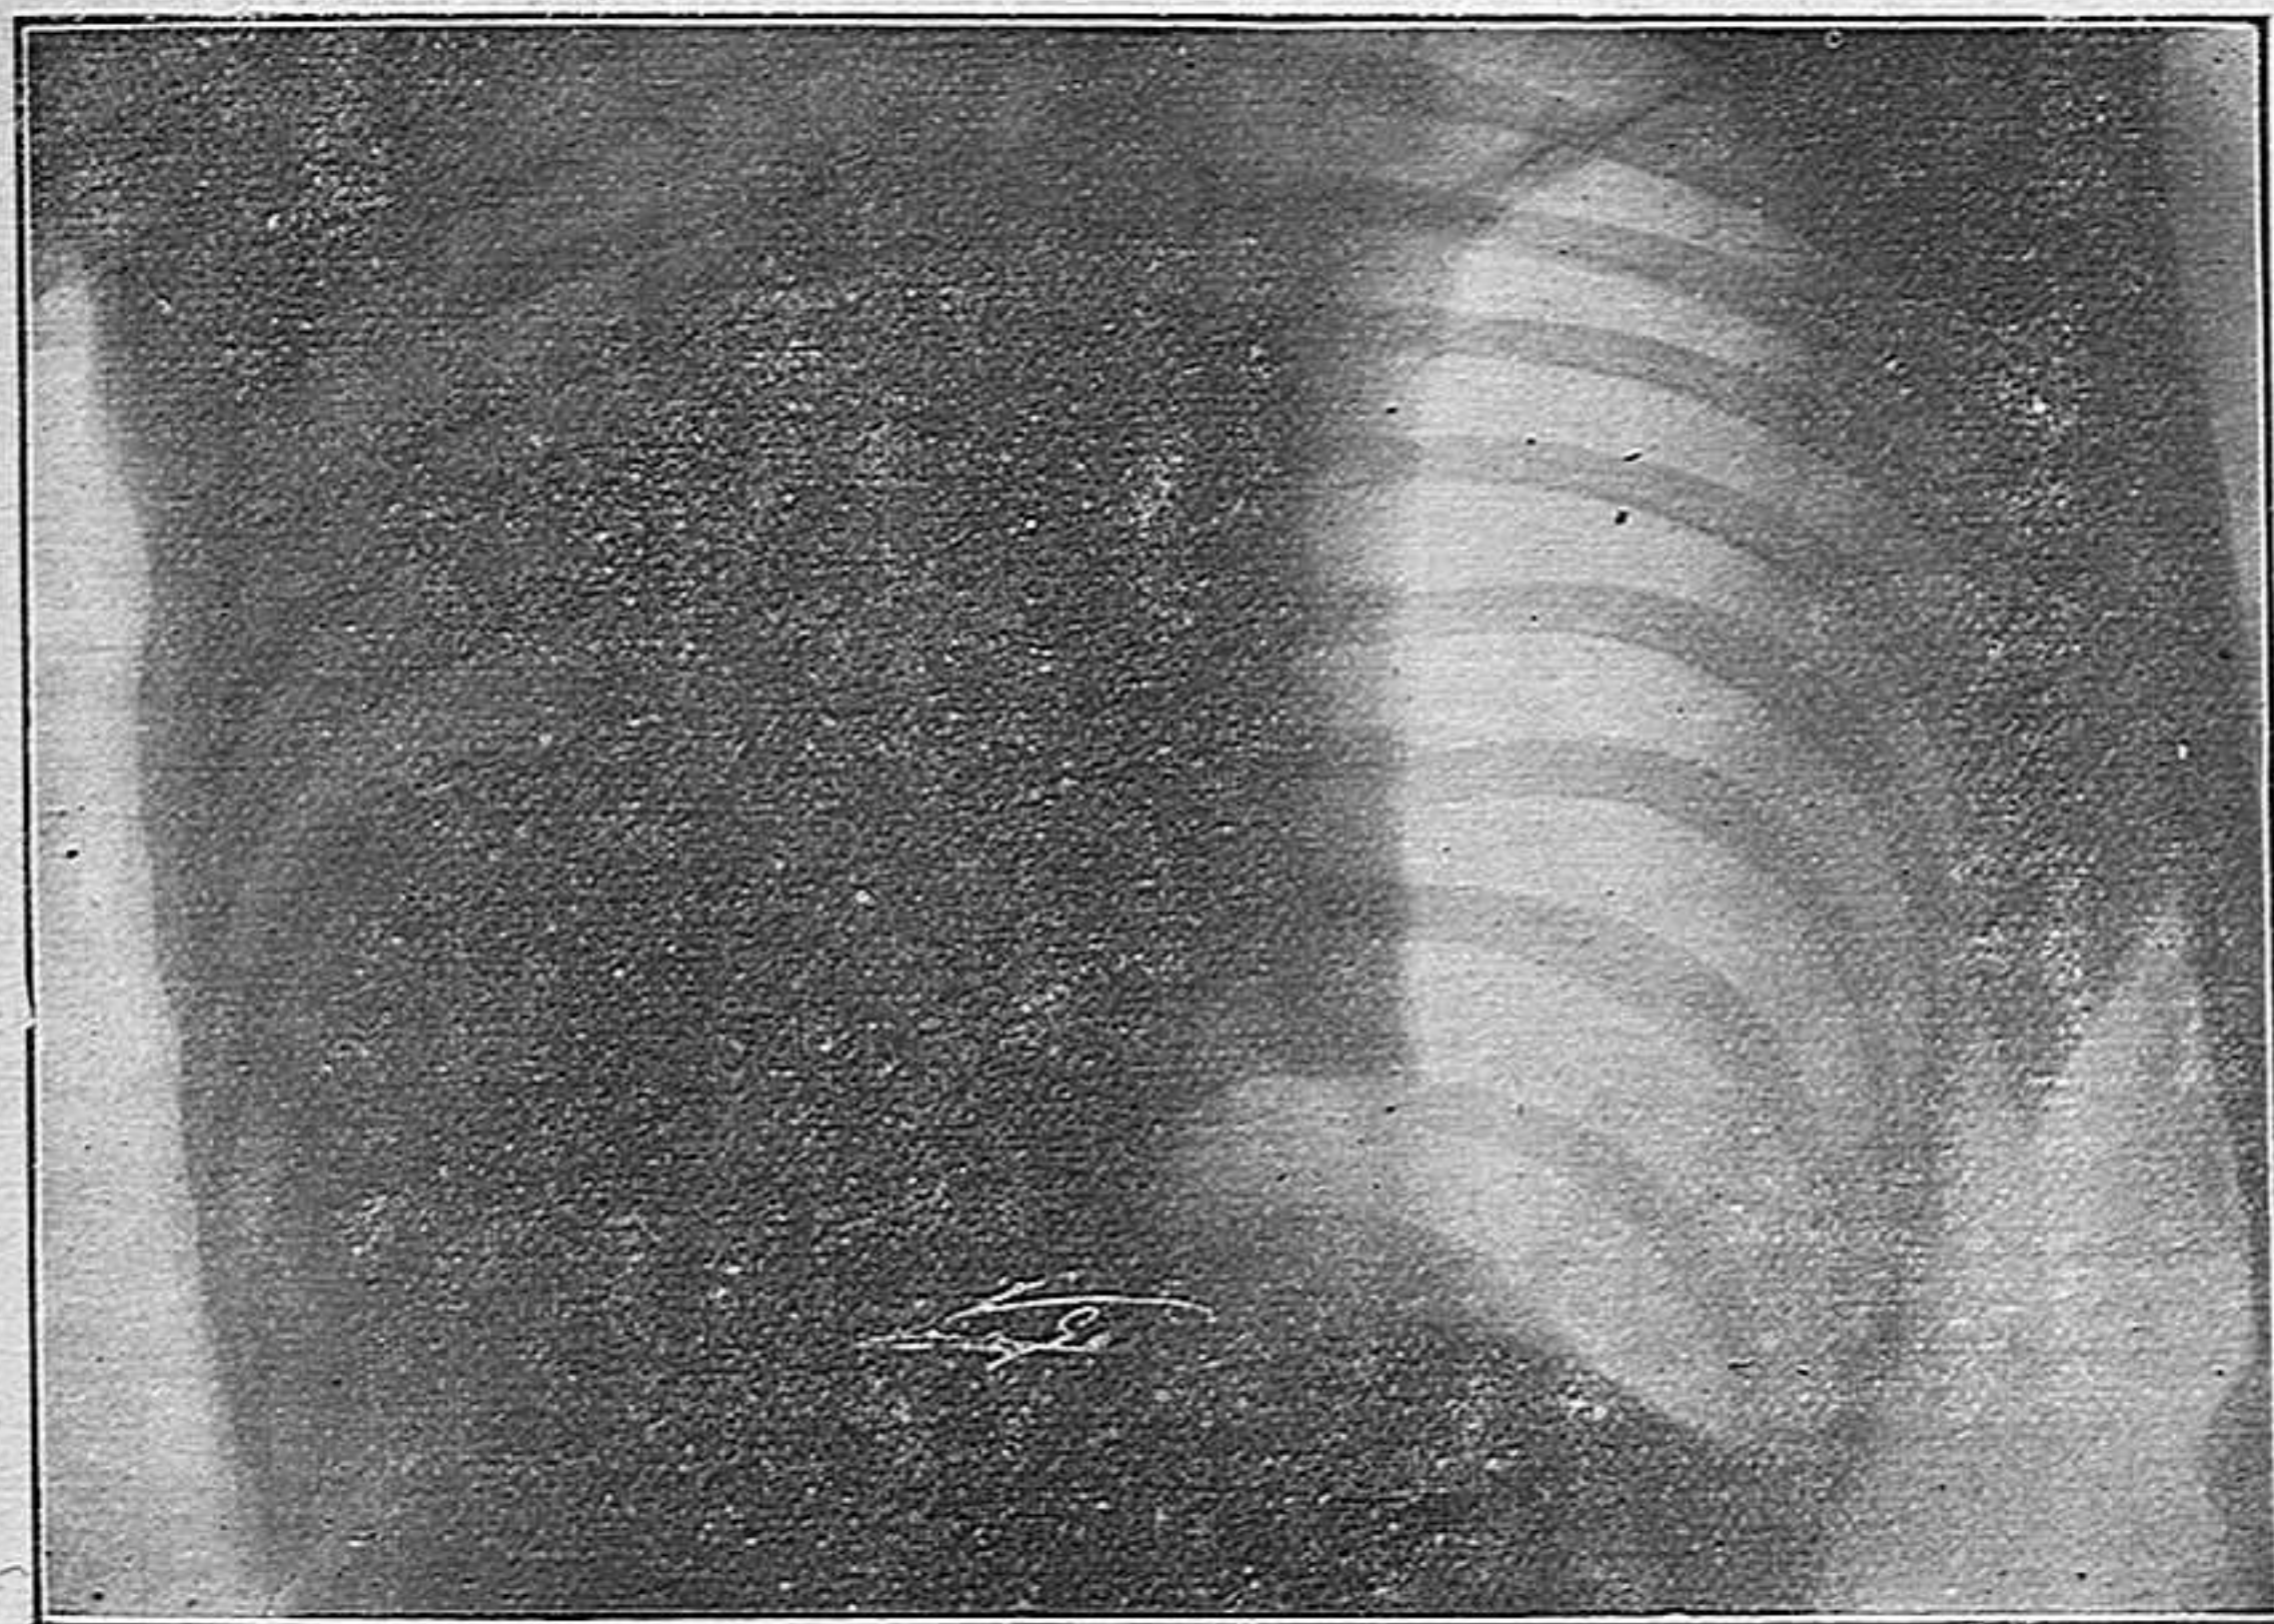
Roentgenografía de la enferma A. T. C., después de la 13 inyección de ázoe. La reducción pulmonar es muy notable; en el vértice del pulmón y cruzando la espina del omóplato, y en el borde externo de la base pulmonar se ven algunas adherencias con la pleura parietal.
